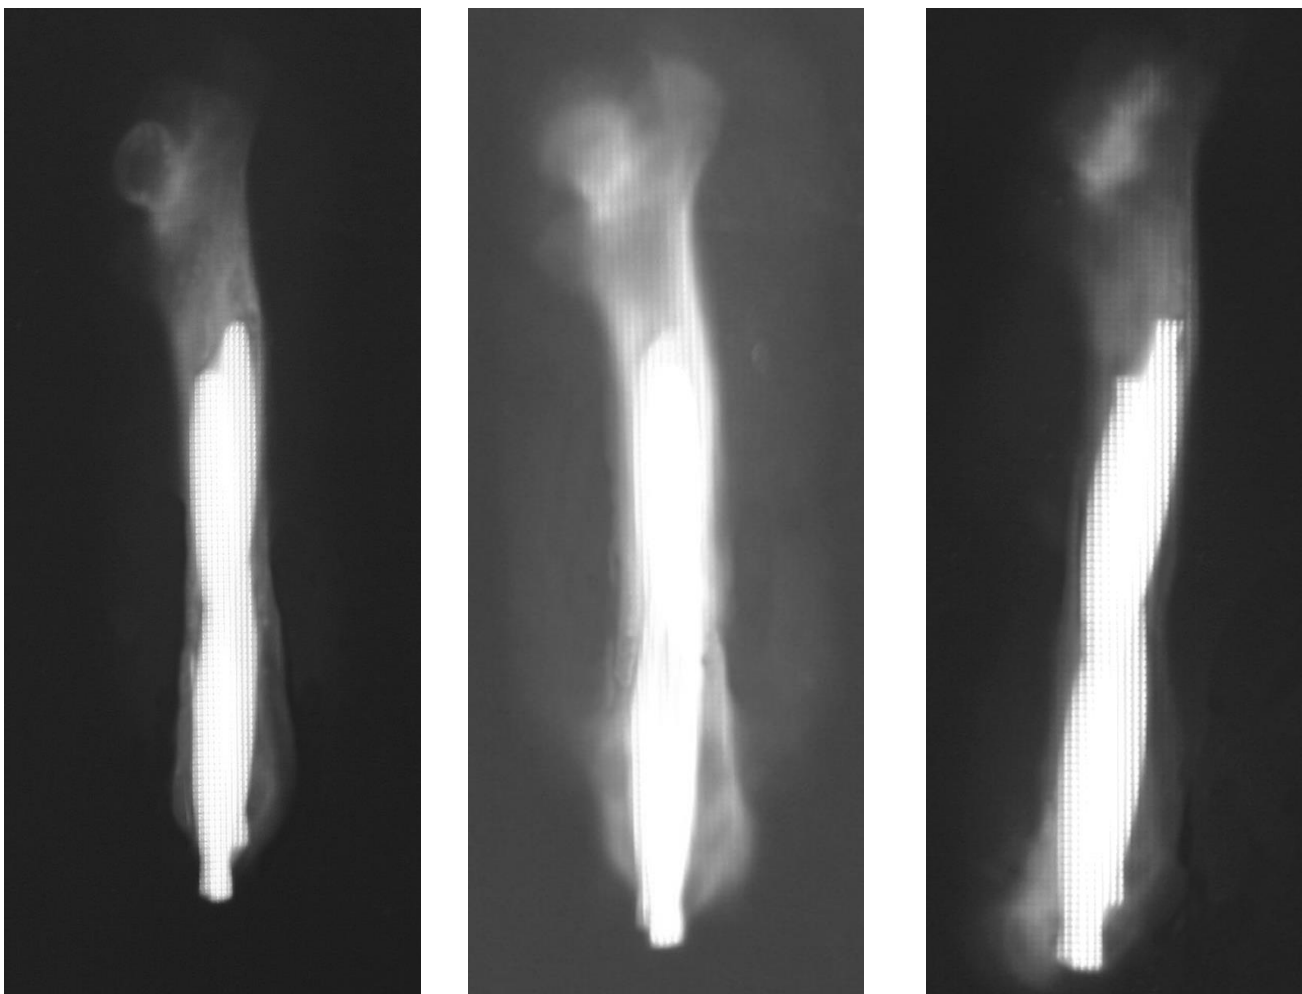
Фотовідбиток рентгенограм перелому стегнової кістки щурів після інтрамедулярного остеосинтезу.
